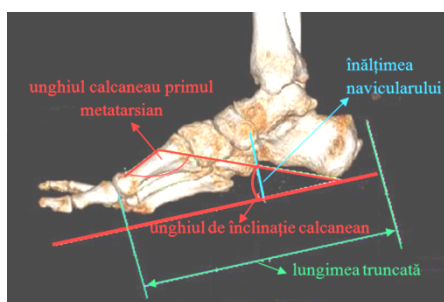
Examinare radiografică, vedere laterală
